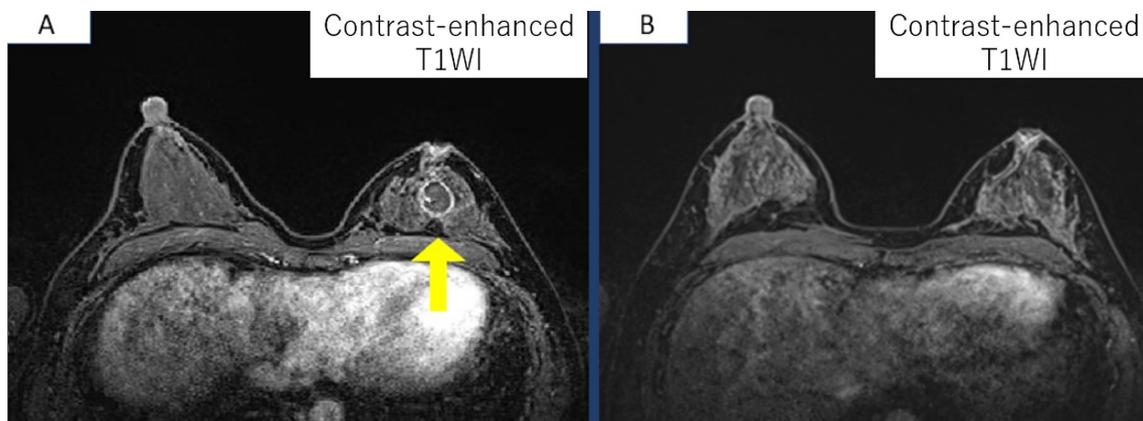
(A) Contrast-enhanced MRI on the recurrence of left breast pain showed a well-circumscribed enhancing nodular lesion. (B) After the therapy of antitubercular antibiotics, nodular lesion disappeared.
